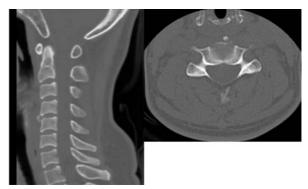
CT검사상 경추 4-5번 전방에 석회화 음영이 확인되고 있으며 부분적으로 음영 강도의 차이가 있어 석회화가 진행되고 있는 상태로 판단됨.
